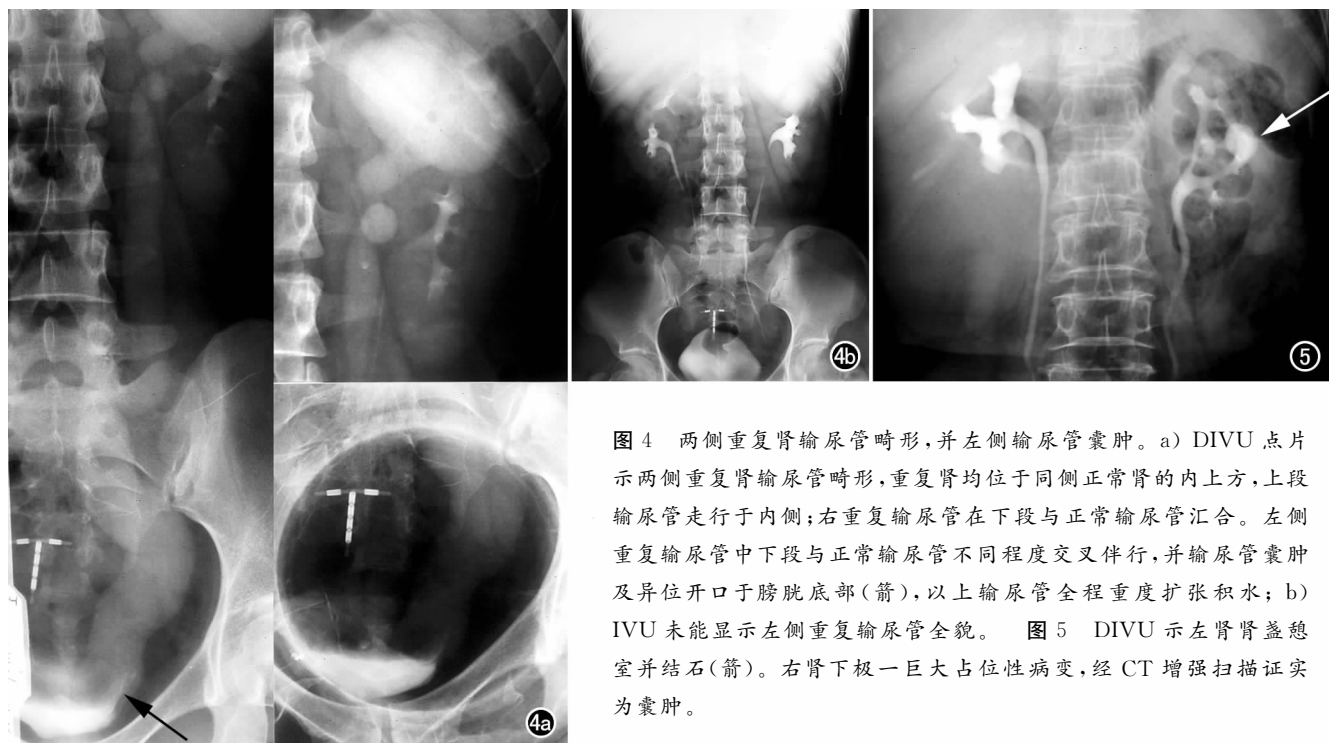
两侧重复肾输尿管畸形, 并左侧输尿管囊肿。a) DIVU 点片示两侧重复肾输尿管畸形, 重复肾均位于同侧正常肾的内上方, 上段输尿管走行于内侧; 右重复输尿管在下段与正常输尿管汇合。左侧重复输尿管中下段与正常输尿管不同程度交叉伴行, 并输尿管囊肿及异位开口于膀胱底部(箭), 以上输尿管全程重度扩张积水; b) IVU 未能显示左侧重复输尿管全貌。图 5 DIVU 示左肾肾盏憩室并结石(箭)。右肾下极一巨大占位性病变, 经 CT 增强扫描证实为囊肿。
